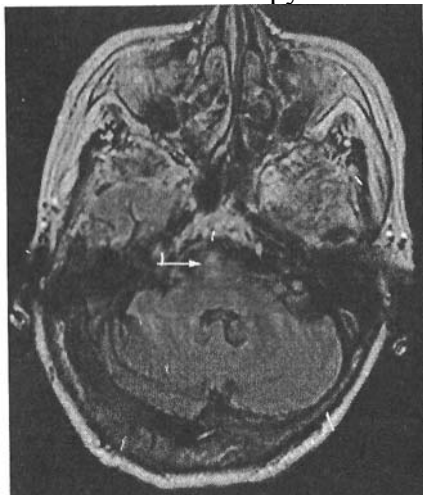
Хворий К., діагноз: лакунарний інфаркт у ділянці мосту (чисто моторний інфаркт). МРТ головного мозку через 21 год від початку захворювання. Т₂ТІРМ-зважене зображення (аксіальна проекція). У правих відділах мосту візуалізується слабо гіперінтенсивний осередок (стрілка) без чітких контурів, що відповідає гострому інфаркту
